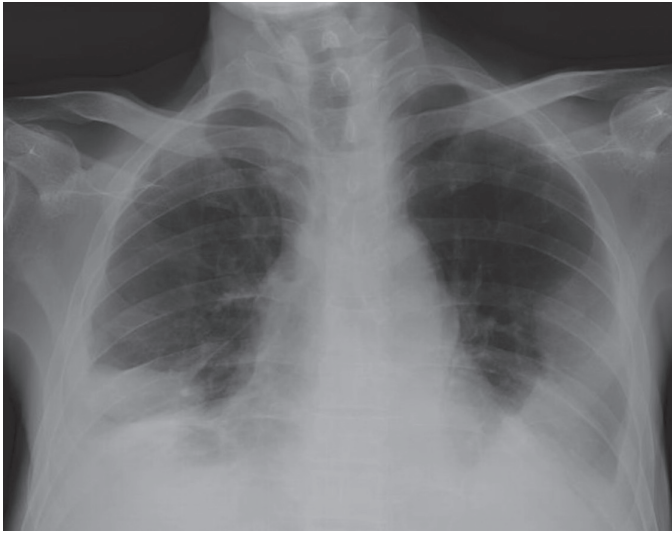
Bilateral pleural effusion on chest X-ray at admission
